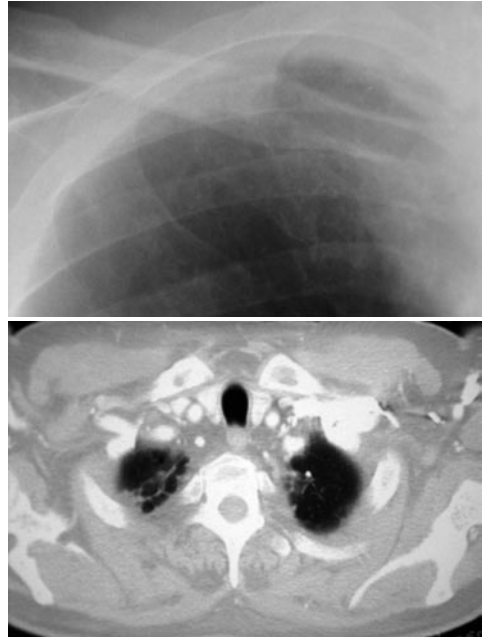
Il particolare dell'immagine precedente e la relativa scansione TAC dimostrano in questo caso la correlazione dell'ispessimento pleurico associato ad aspetti fibro-involutivi di natura post-flogistica.
